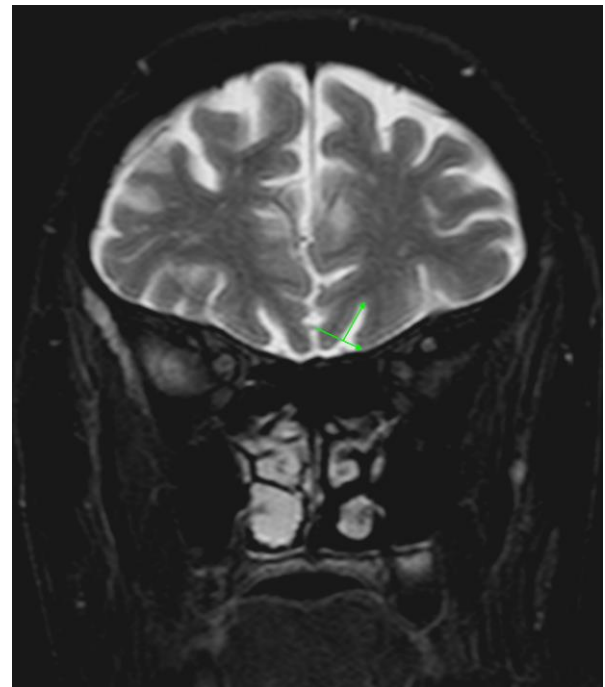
66 Y erkek Parkinson hastasının Beyin MRG'de Koronal T2 ağırlıklı yağ baskılı sekans'da olfaktör bulbus
